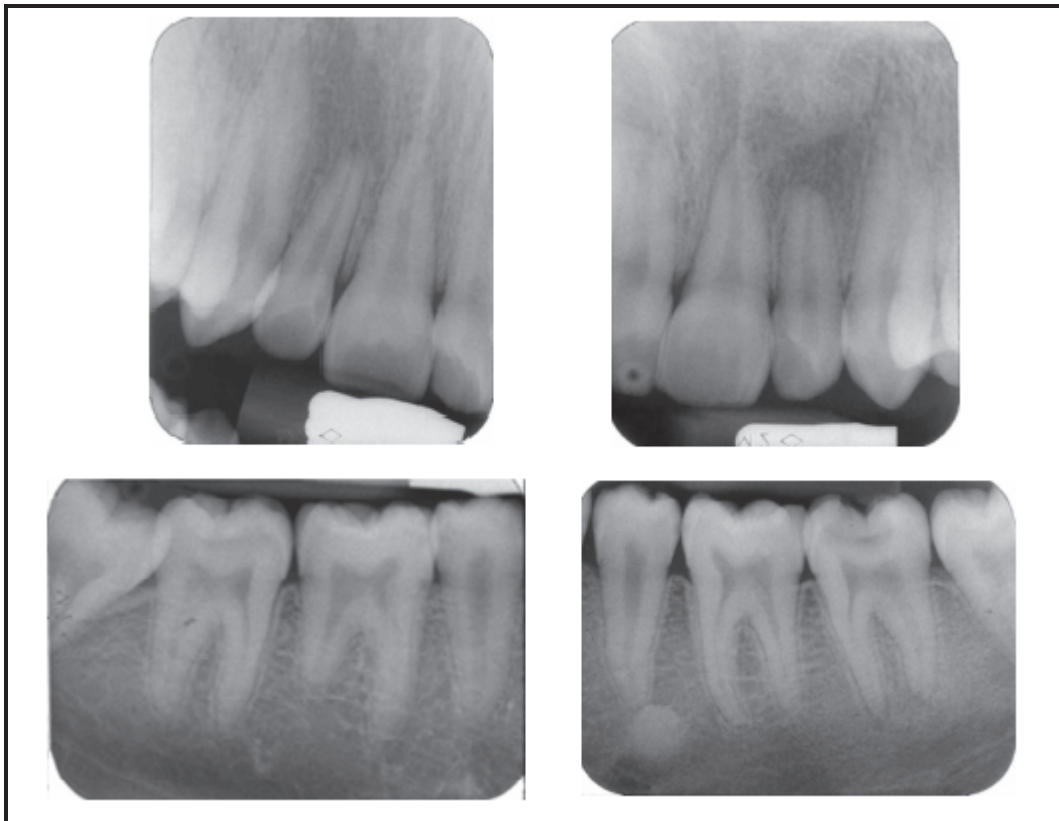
radiographies rétro-alvéolaires précisant l'étendue des résorptions apicales (Khojastepour *et al.*, 2010)
